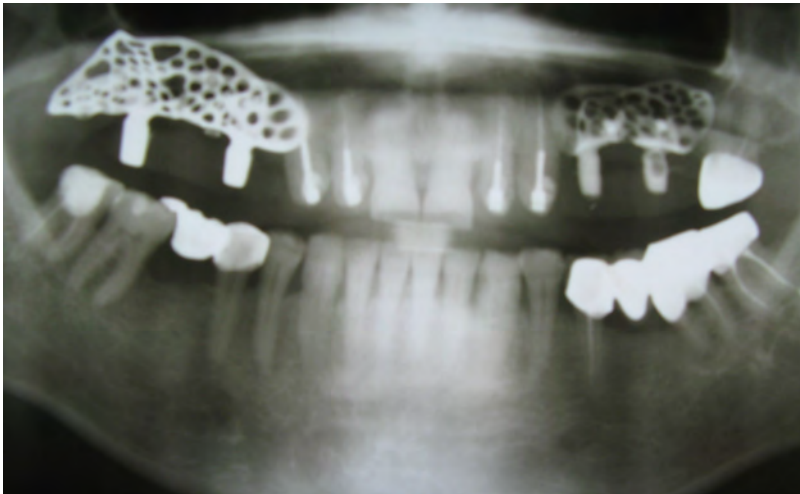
Хворий Т., історія хвороби № 410. Ортопантомограма зі встановленими субперіостальними імплантатами перед постійним протезуванням
